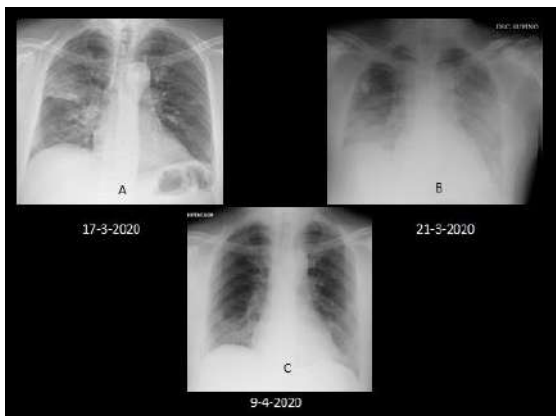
A) Con un valor ERVI inicial de 5 existe B) un empeoramiento radiológico rápidamente progresivo con SDRA ERVI 8 y estancia en UCI. Alta el 9-4-2020 con C) radiografía de control con marcada mejoría ERVI 2. Clínicamente buena evolución.
